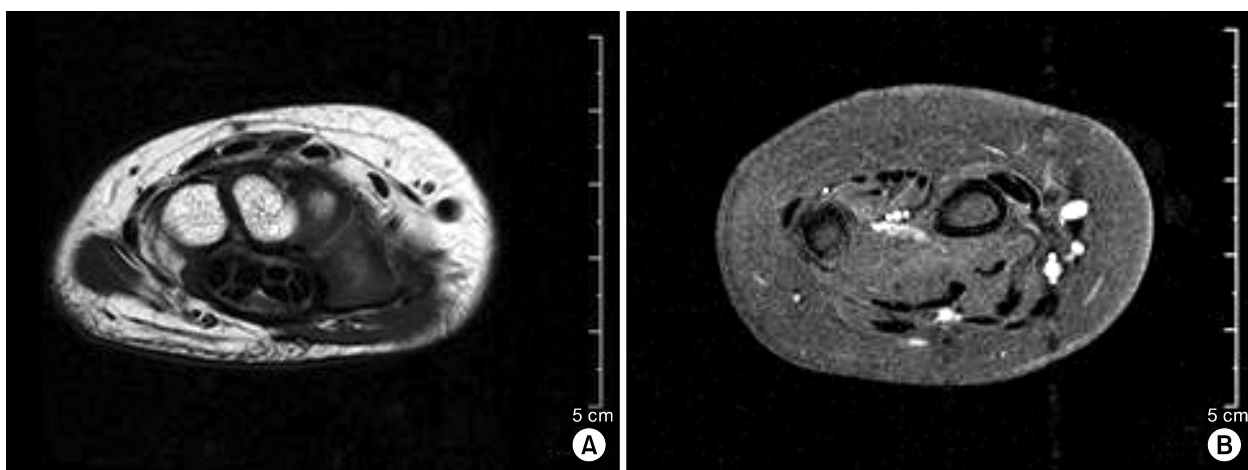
Axial T1-weighted magnetic resonance image and axial T2-weighted magnetic resonance image demonstrate extensive synovitis in flexor and extensor tendon sheath, radiocarpal, intercarpal and carpometacarpal joint (excluding distal radioulnar compartment).
